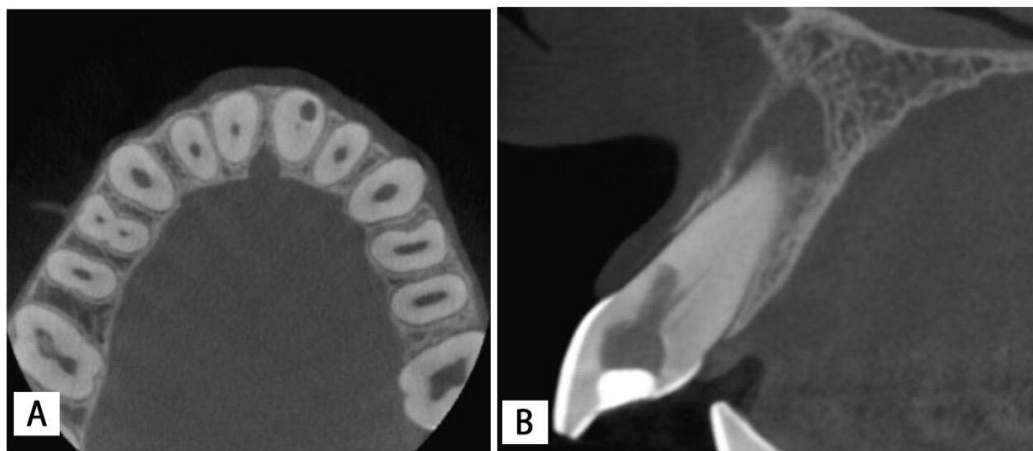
Cortes da tomografia computadorizada de feixe cônico. A. Luz da perfuração e a luz do conduto, corte axial B. Desvio do canal para vestibular no terço cervical, corte sagital.
